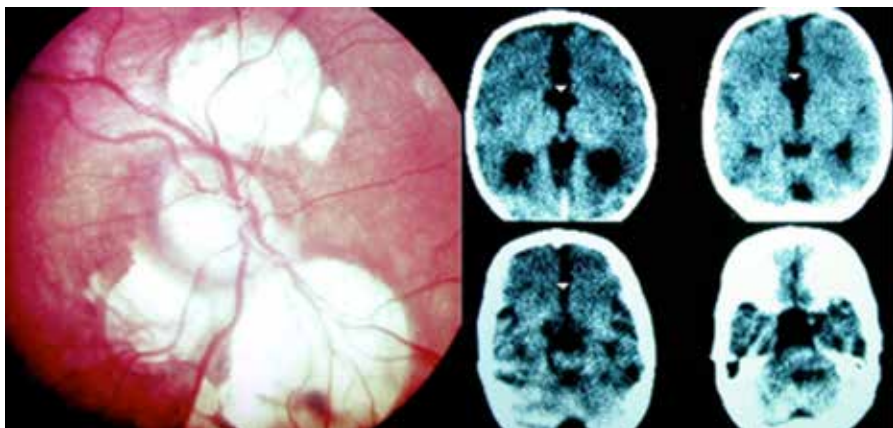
Síndrome de Aicardi. Típicas “*lacunae*” retinianas. Tomografía computarizada cerebral mostrando ausencia del “*corpus callosum*”.
